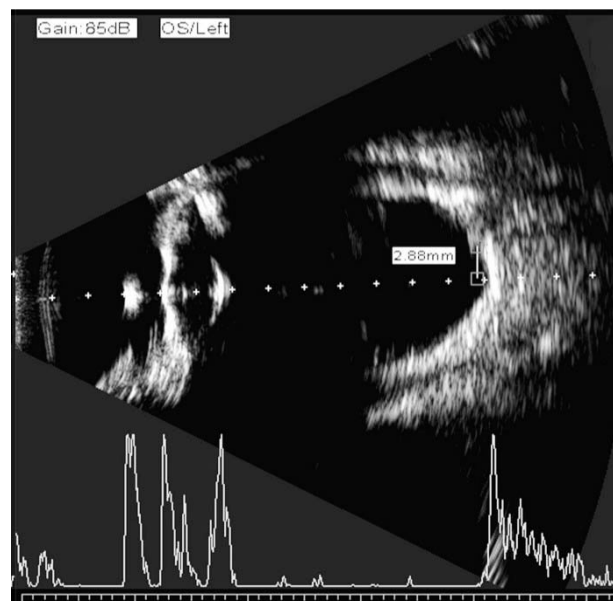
Deuxième mesure de contrôle de la qualité pour la biométrie par immersion mode B. L'intersection du vecteur une ligne d'échantillonnage ultrasonore et de la rétine a été déterminée comme étant à 4,5 mm de la papille optique ou à 3 mm du bord de la papille optique, tiré du [66]
